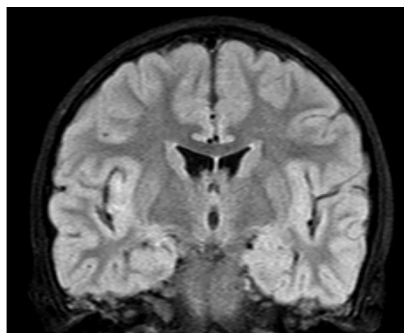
МРТ через 1 месяц от начала заболевания: структура головного мозга без изменений
